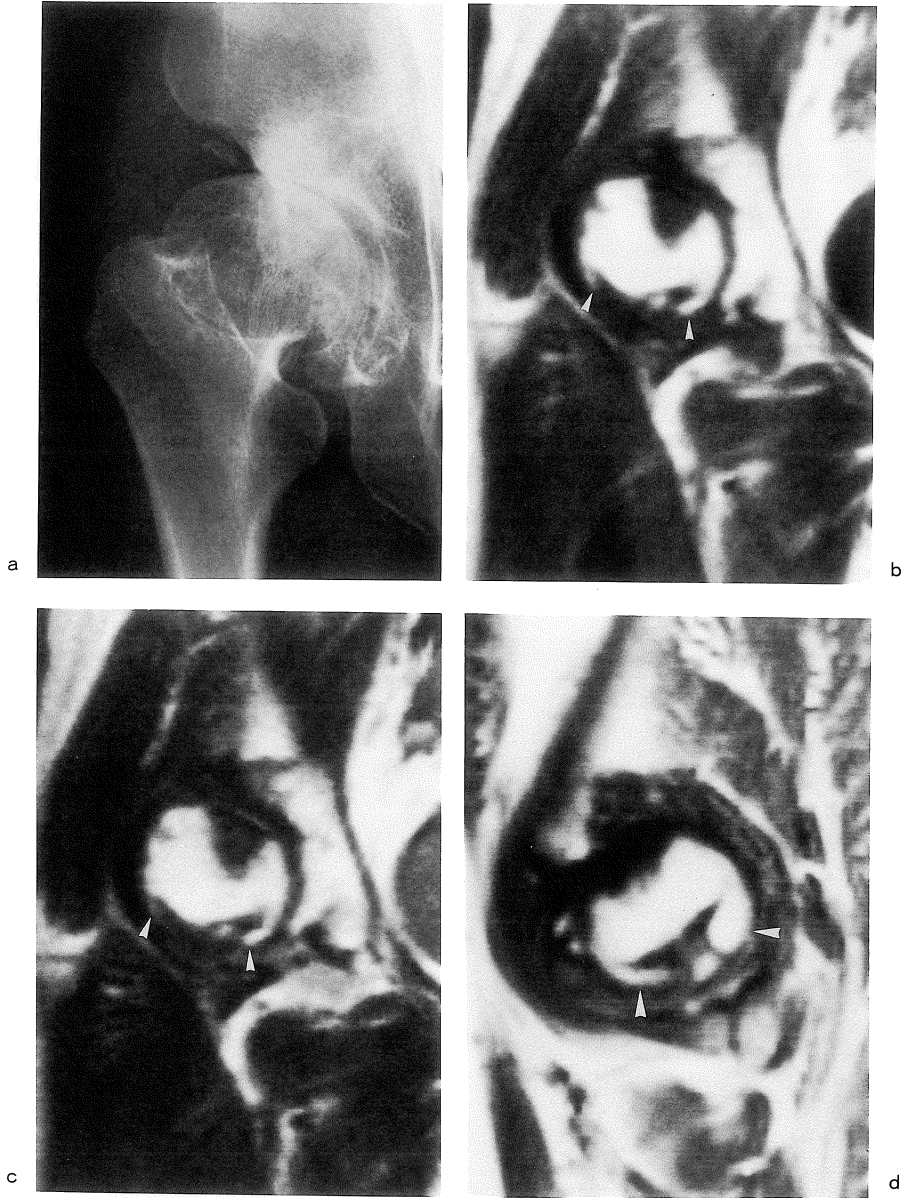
Anteroposterior radiograph (a), coronal SE 600/23 (b), coronal SE 600/75 (c) and sagittal SE 600/23 (d) images of the right hip. Plain radiograph (a) shows joint space narrowing, sclerosis of the subchondral bone and marginal spur. MR images (b, c) show a hypointense area in the supero-anterior aspect of the femoral head and in the opposite position of the acetabulum. The lesion of the acetabulum is clearly demonstrated on the sagittal image (d). Some outgrowths (arrowheads), which are isointense with bone marrow, are shown on the periphery of the femoral head.
